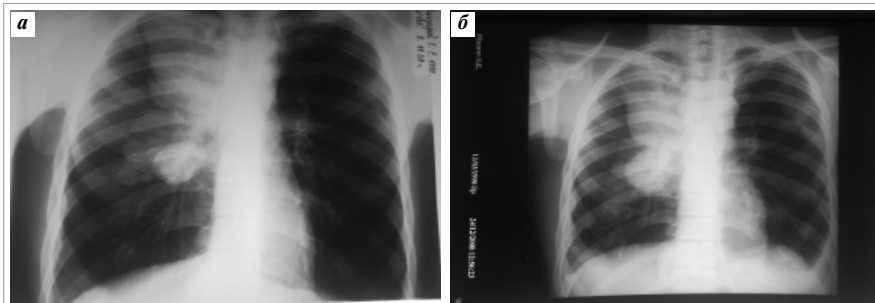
Повторная рентгенография органов грудной клетки: а – от 08.11.2008 г.; б – от 24.12.2008 г.
